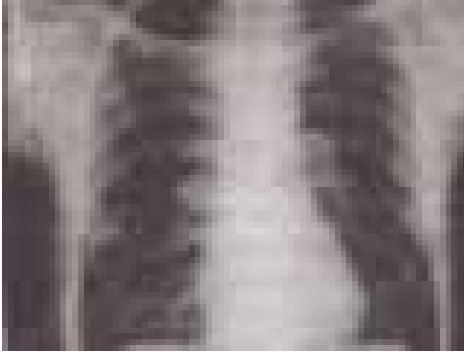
Olgunun entübasyondan sonra çekilmiş pa akciğer grafisi: infiltrasyon odakları
